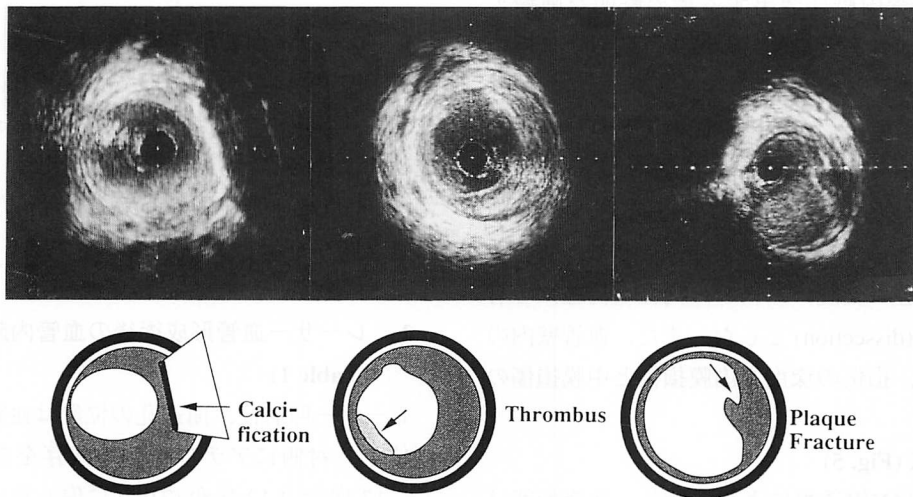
Intravascular ultrasound images of the calcified plaque, intraluminal thrombus, and fracture of the atherosclerotic plaque
